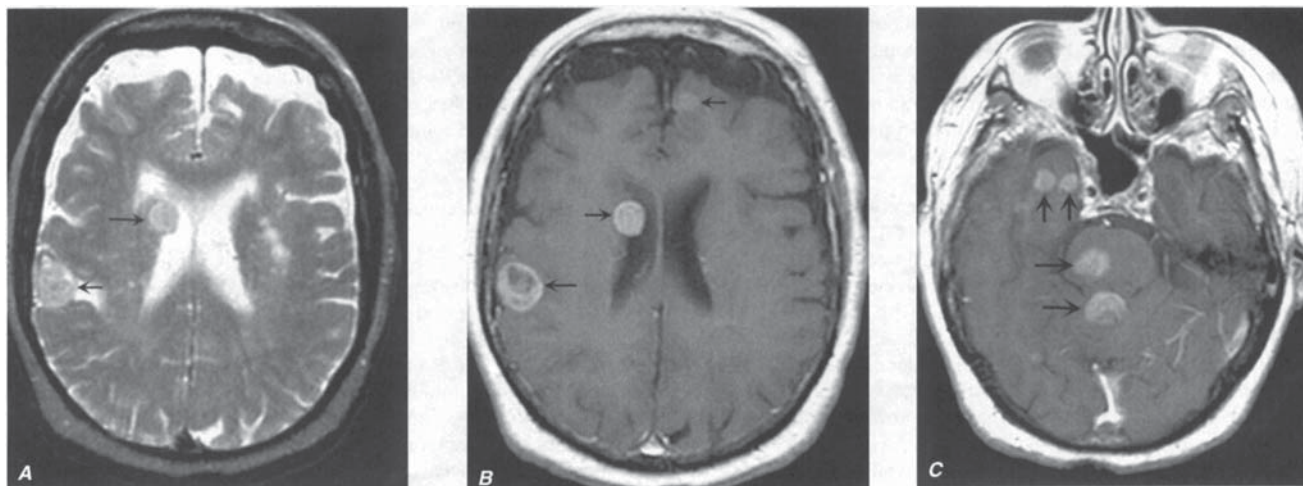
Metastaze cerebrale. A. RMN cu semnal T2 axial la nivelul ventriculilor laterali arată două mase izodense, una în regiunea subependimă și cealaltă în apropierea cortexului (*săgețile*). B. Imaginea ponderată T1 – post-contrast la același nivel evidențiază dimensiuni crescute ale celor două mase tumorale văzute pe imaginea
